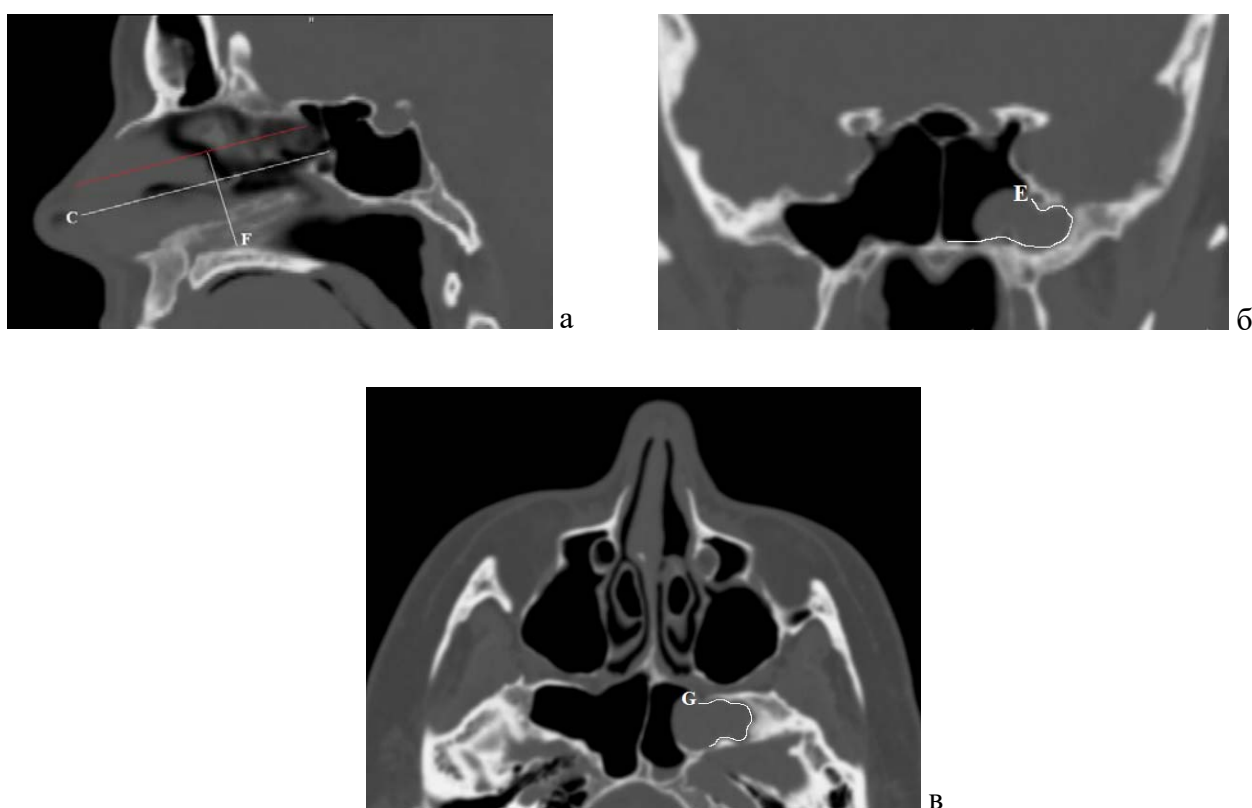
КТ головного мозга: а – сагиттальная проекция, б – фронтальная проекция, в – аксиальная проекция. Краниометрические параметры для расчета возможности использования назосептального лоскута: С - расстояние от соустья клиновидной пазухи до каудального края септального хряща; Е - расстояние от соустья пазухи до зоны дефекта по длине; F - расстояние от дна полости носа до горизонтальной линии, проведенной через границу между верхней и средней третями перегородки носа; G глубина латерального кармана
